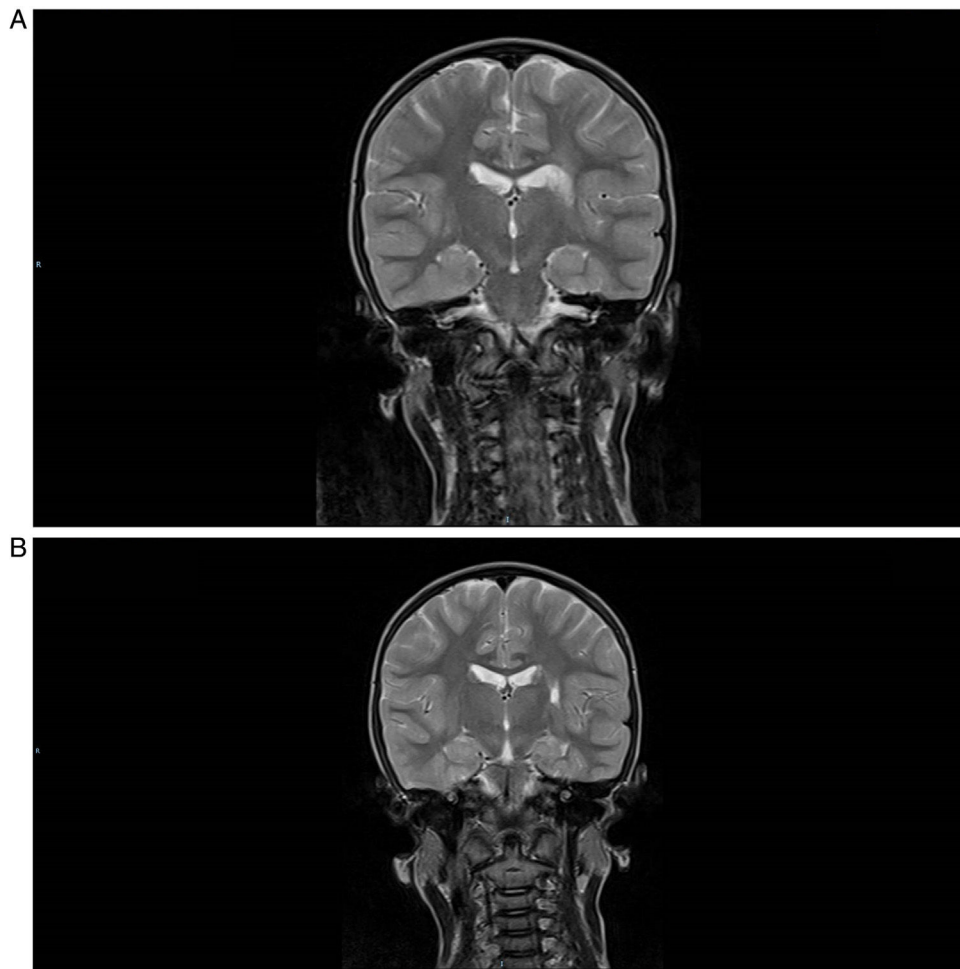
A y B) Imagen coronal y axial de la RM craneal potenciada en T2 realizada a los 5 años de la presentación del ictus arterial isquémico que muestra áreas hiperintensas en núcleos caudado y lenticular del hemisferio cerebral izquierdo con afectación de la cápsula interna.
